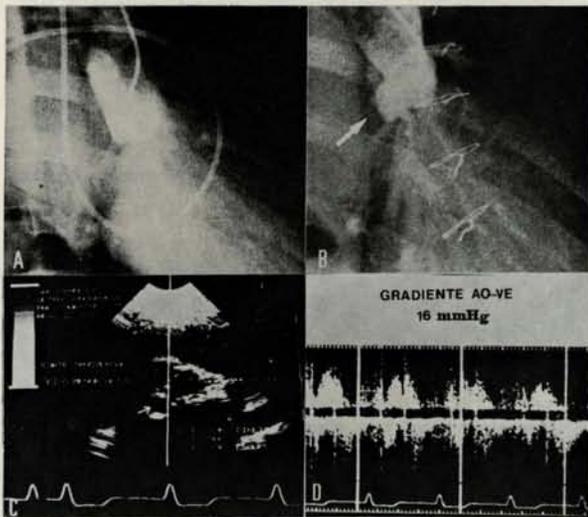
A: aortografia pré-operatória com grande refluxo; B: aortografia pós-operatória mostrando mínimo refluxo e deformidade da válvula ampliada; C: ecocardiograma bidimensional mostrando boa coaptação das válvulas; D: "Doppler" aórtico mostrando ausência de refluxo importante (paciente W. A. M. M.).
